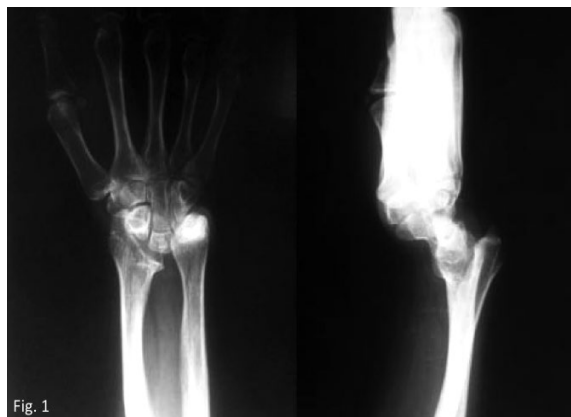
Pre-op wrist AP and lateral X-ray of the patient with Madelung deformity. Note the classical features of the deformity, such as the bending of the distal radius to the volar and ulnar side, separation of radio ulnar joint, dorsal protuberance of the ulnar head, and deformity of the lunate bone.
